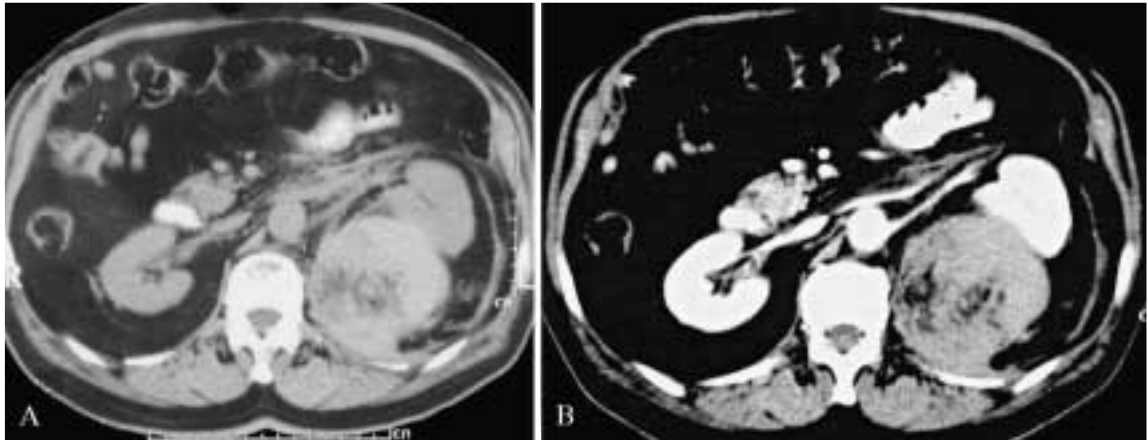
Angiomiolipoma renale sinistro sanguinante. A) TC diretta. Nello spazio perirenale sinistro si apprezza una massa di densità disomogenea, prevalentemente iperdensa con minuta area centrale ipodensa a densità adiposa. La massa ha origine dal rene, che è dislocato anterolateralmente insieme ai vasi renali; la fascia renale anteriore è ispessita. B) TC con mdc *ev.* La lesione assume in quantità discreta il mdc *ev.*
